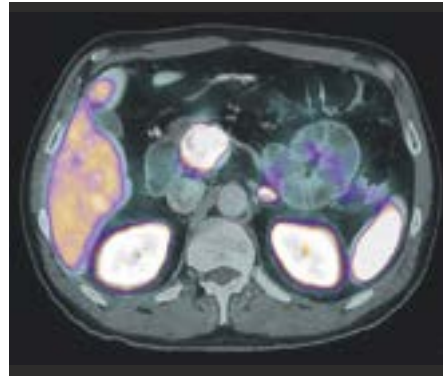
Kontrastmittelverstärkte ^{68}Ga -Gallium-DOTATATE-PET/CT. Intensiv Somatostatinrezeptor exprimierende, etwa 2,8 cm messende Raumforderung am ventralen Pankreaskopf, vereinbar mit einem neuroendokrinen Tumor. CT: Computertomographie; PET: Positronen-Emissions-Tomographie.
